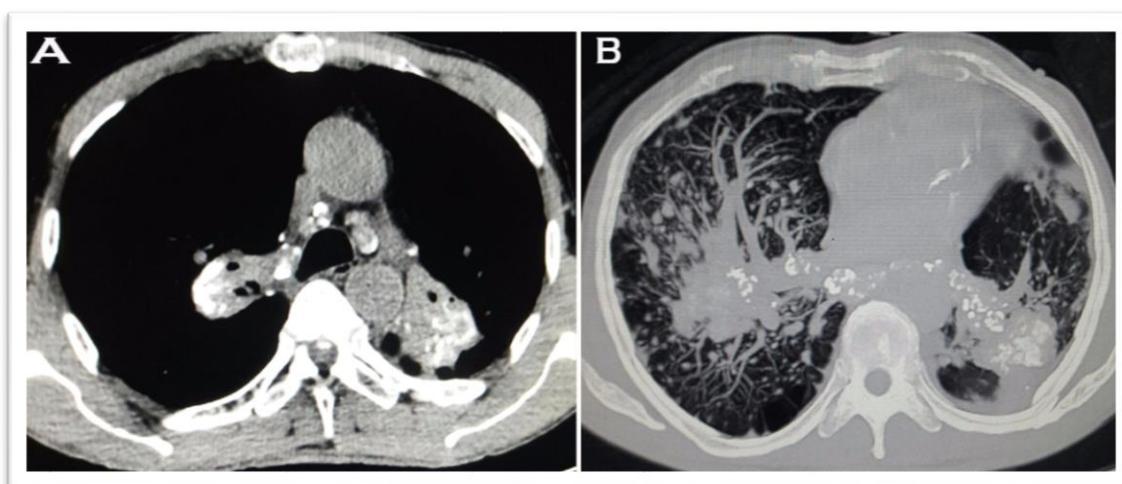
Imagem de Tomografia de Alta Resolução. (A) Imagem em corte axial, filtro para estudo de partes moles, evidenciando calcificações grosseiras em perneio, de situação peri-hilar bilateral, linfonodos calcificados, notando-se ainda múltiplos nódulos centrolobulares. (B) Imagem em corte axial, utilizando a ferramenta MIP, evidenciando calcificações grosseiras em perneio, atenuação em vidro fosco, associados á distorção arquitetural do pulmão.
